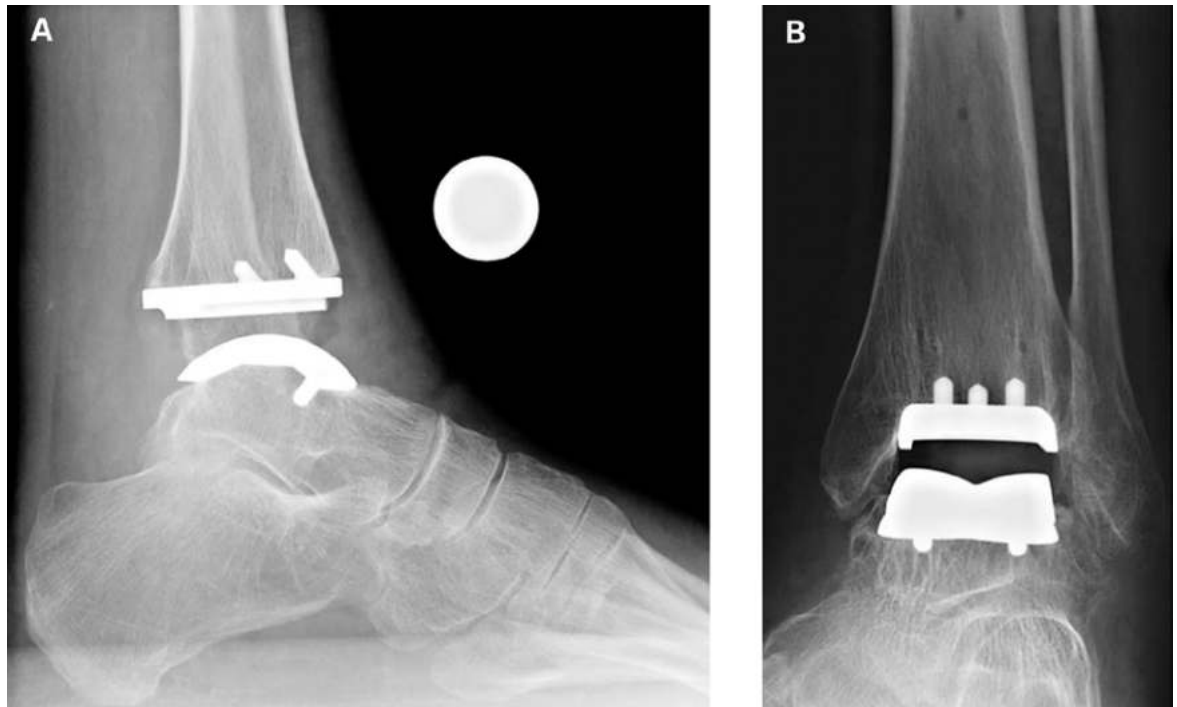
Röntgenbild des oberen Sprunggelenkes (OSG) links zwei Jahre nach Operation (anterior und lateral). Reposition des Fusses unter die Tibia und Stabilisation des Gelenkes durch Gelenkdistraktion.
